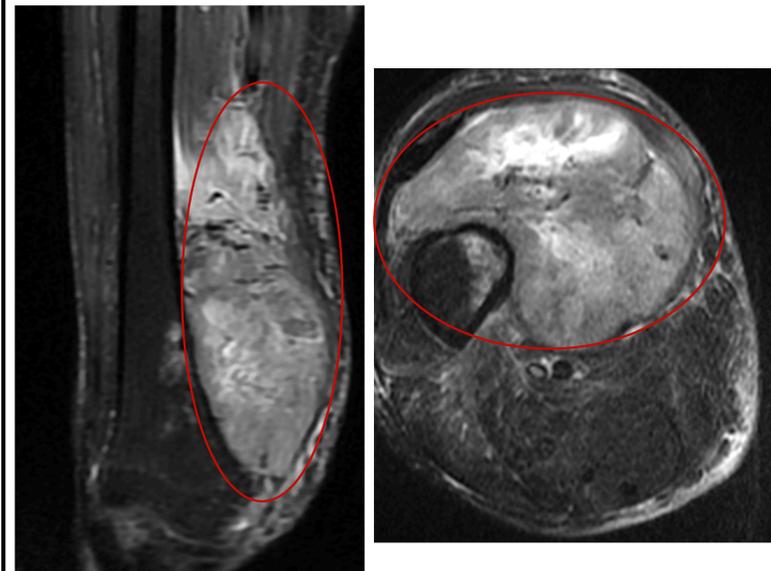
(A y B). Cortes coronal y axial en secuencia STIR de resonancia magnética, donde se evidencia gran masa de partes blandas a nivel medial.
